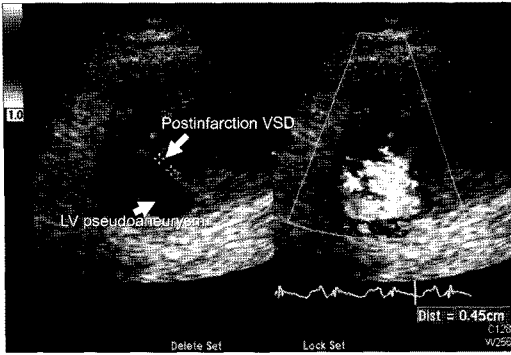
Preoperative echocardiogram shows ventricular septal defect with left ventricular pseudoaneurysm.
